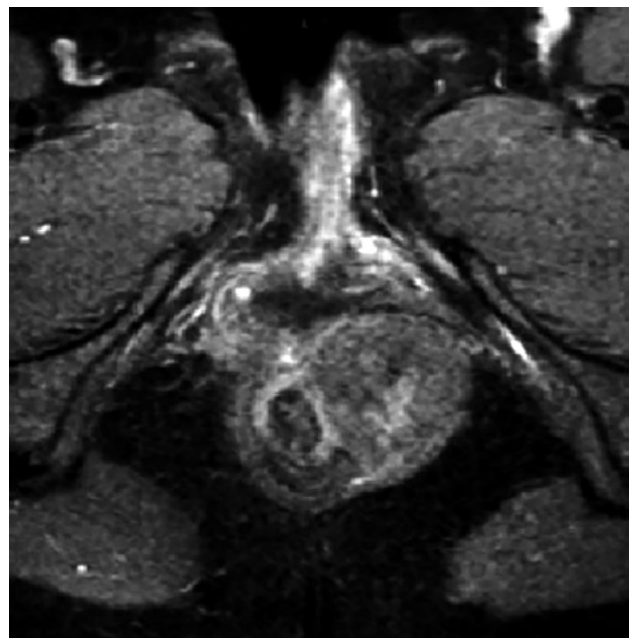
Imagen de Resonancia nuclear magnética, corte axial. A nivel del margen anal, parasagital izquierdo, imagen redondeada de bordes definidos, iso/hipointenso en T1 de 3,6 x 3,4 x 3,6 cm que desplaza el canal anal, ubicado entre el esfínter interno y externo, por debajo de los músculos puborrectales.
